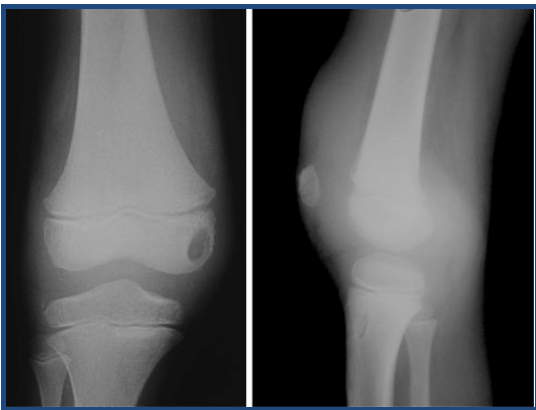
На контрольной рентгенограмме левого коленного сустава (от 29.01.12г.) в двух проекциях отмечается отрицательная динамика. Наличие очага деструкции в проекции дистального эпифиза бедренной кости в медиальном отделе. Отмечается утолщение мягких тканей.
